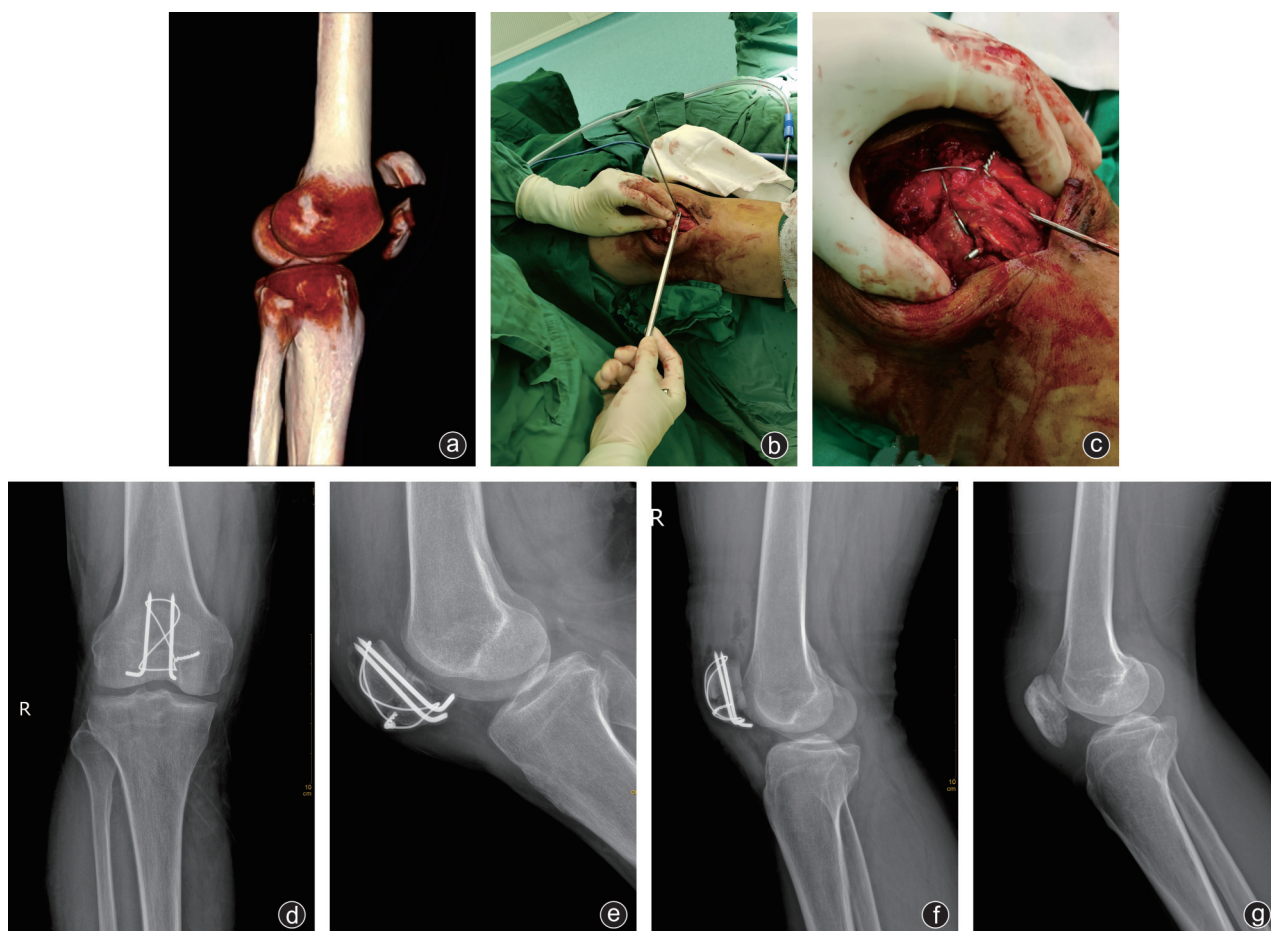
病人,男,59岁,骑电瓶车摔倒,右膝关节着地,随后出现右膝关节疼痛肿胀伴活动受限 a:右髌骨术前CT三维重建,显示右髌骨粉碎性骨折,分离移位明显;b:予以骨折复位后,直径2.0 mm克氏针和直径1.0 mm钢丝固定,将克氏针插入T形克氏针折弯器孔内,进行折弯。术者一只手固定髌骨,另一只手行克氏针折弯,折弯到90°即可;c:折弯并剪断克氏针,折弯角度和剩下长度均满意;d、e:术后复查X线片,克氏针折弯角度约90°,内固定位置良好,骨折复位满意;f:术后3个月复查X线片,显示骨折已经部分愈合,内固定位置良好;g:术后1年去除内固定复查X线片,显示骨折骨性愈合,关节功能恢复良好
